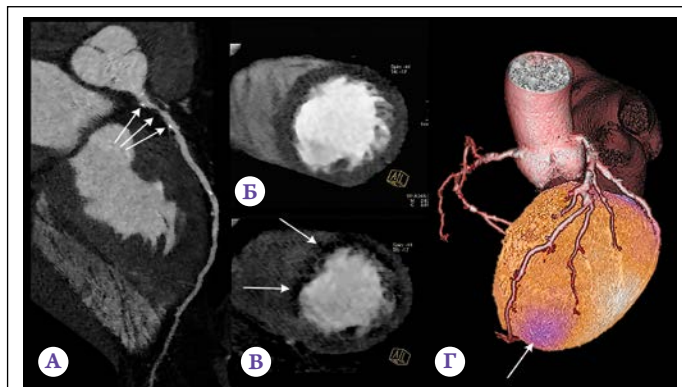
Возможности МСКТ и ОЭКТ/КТ миокарда и коронарных артерий. Адаптировано по [28–30].
